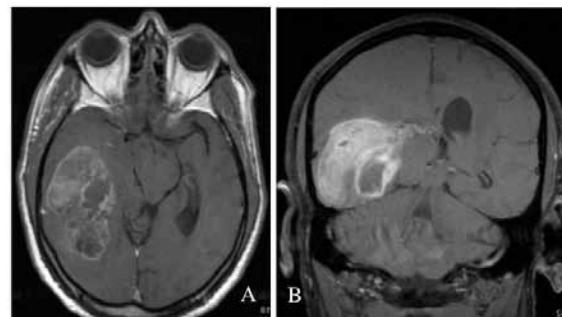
Imagens da ressonância magnética ponderada em T1 com contraste em A – cortes axiais e em B – corte sagital, evidenciando lesão temporoparietal à esquerda sugestiva de glioblastoma multiforme.
